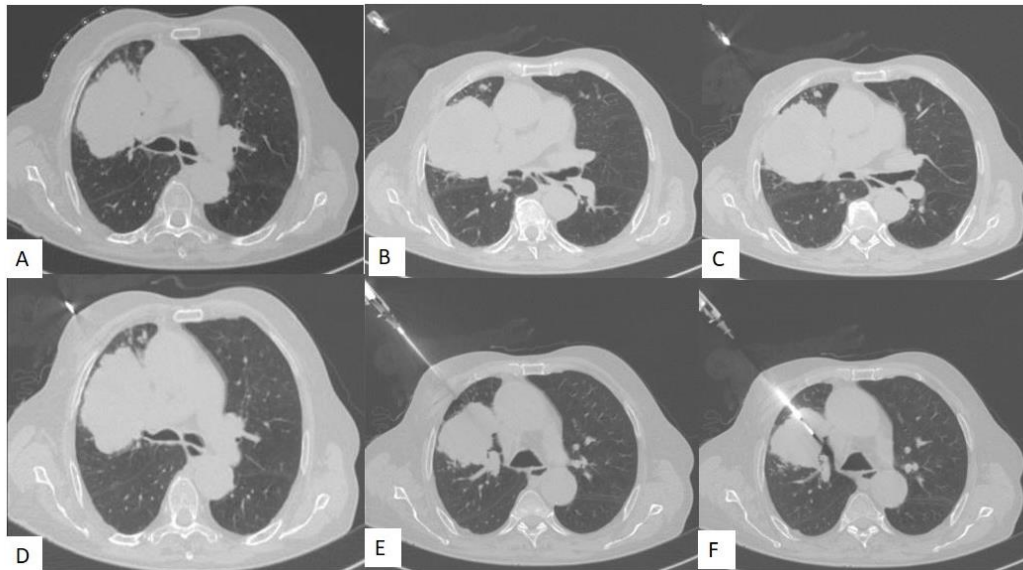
Stages of the computed tomography-guided percutaneous thoracic needle biopsy performed in a 90-year-old male patient in the supine position, showing a peripherally located lobulated contoured mass lesion (order: left to right, top to bottom)
